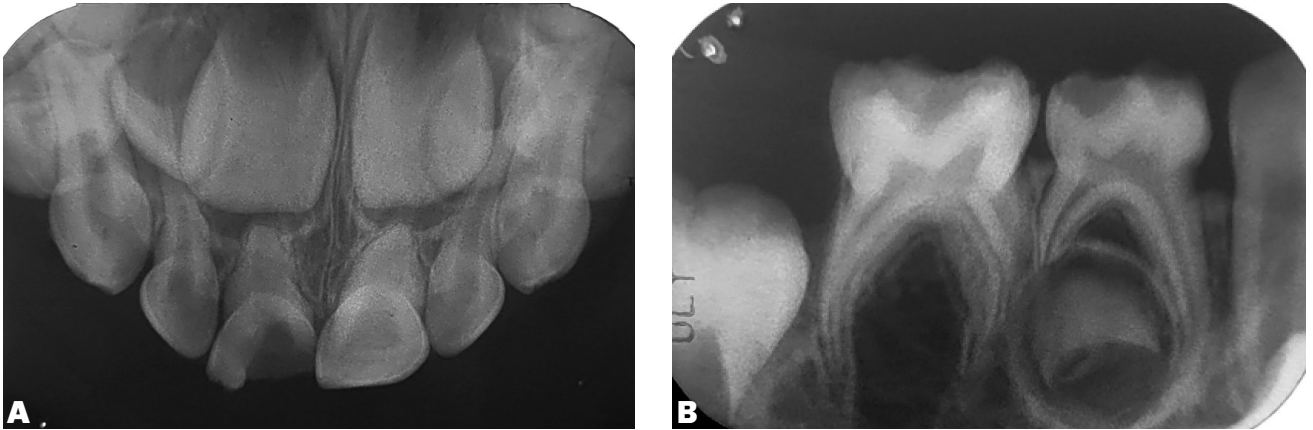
Radiografías periapicales A. Sector anterior superior. B. Sector inferior derecho, piezas 8.4 y 8.5
